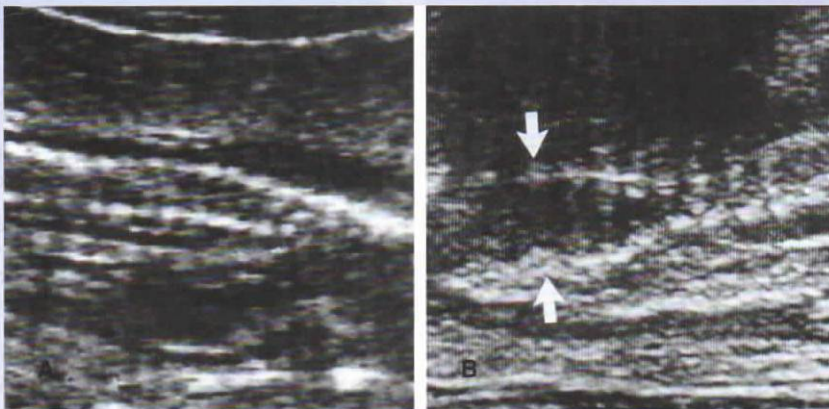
Ecografías de las columnas vertebrales de un lactante normal A y otro con espina bífida B de 4 meses de edad. Las vértebras hendidas son claramente visibles (flechas).
